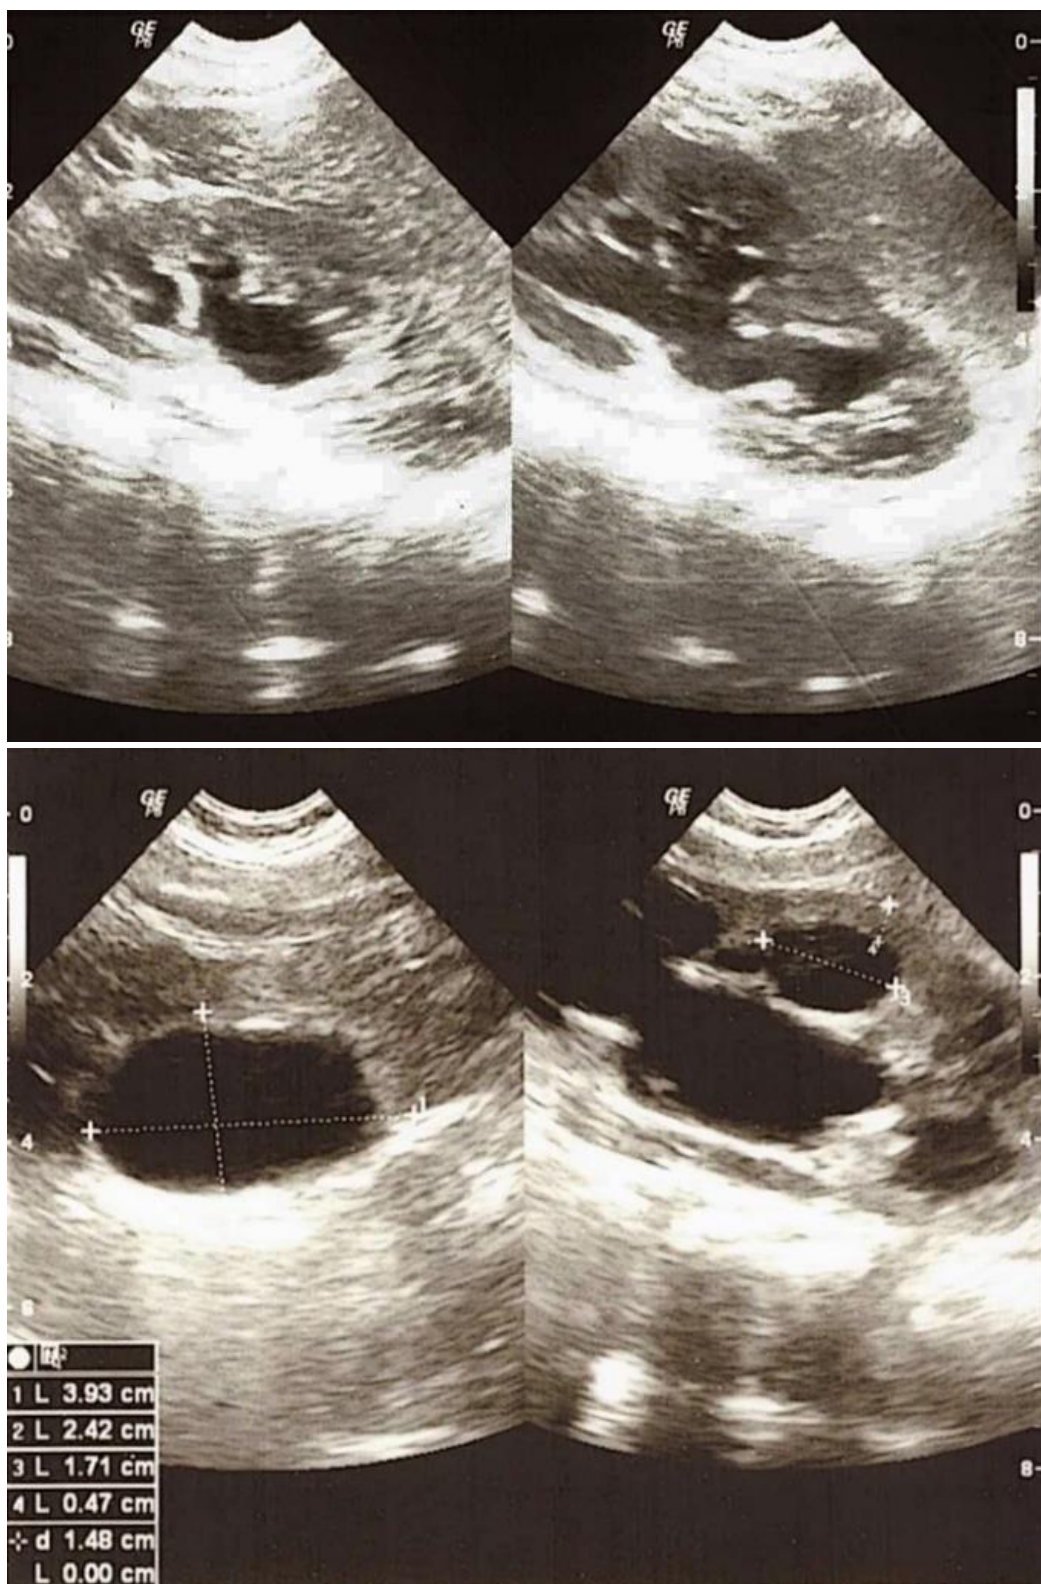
УЗИ почек. Выраженное расширение полостной системы
